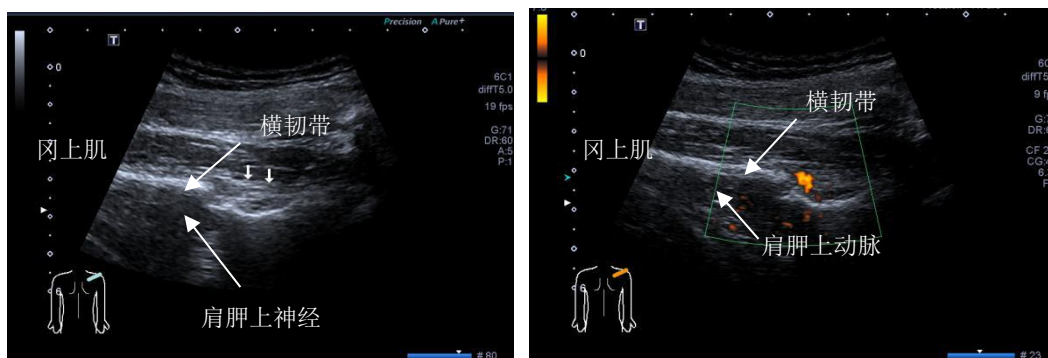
肩胛上神经超声图像。A短轴显示肩胛上神经和横韧带；B图显示肩胛上动脉
